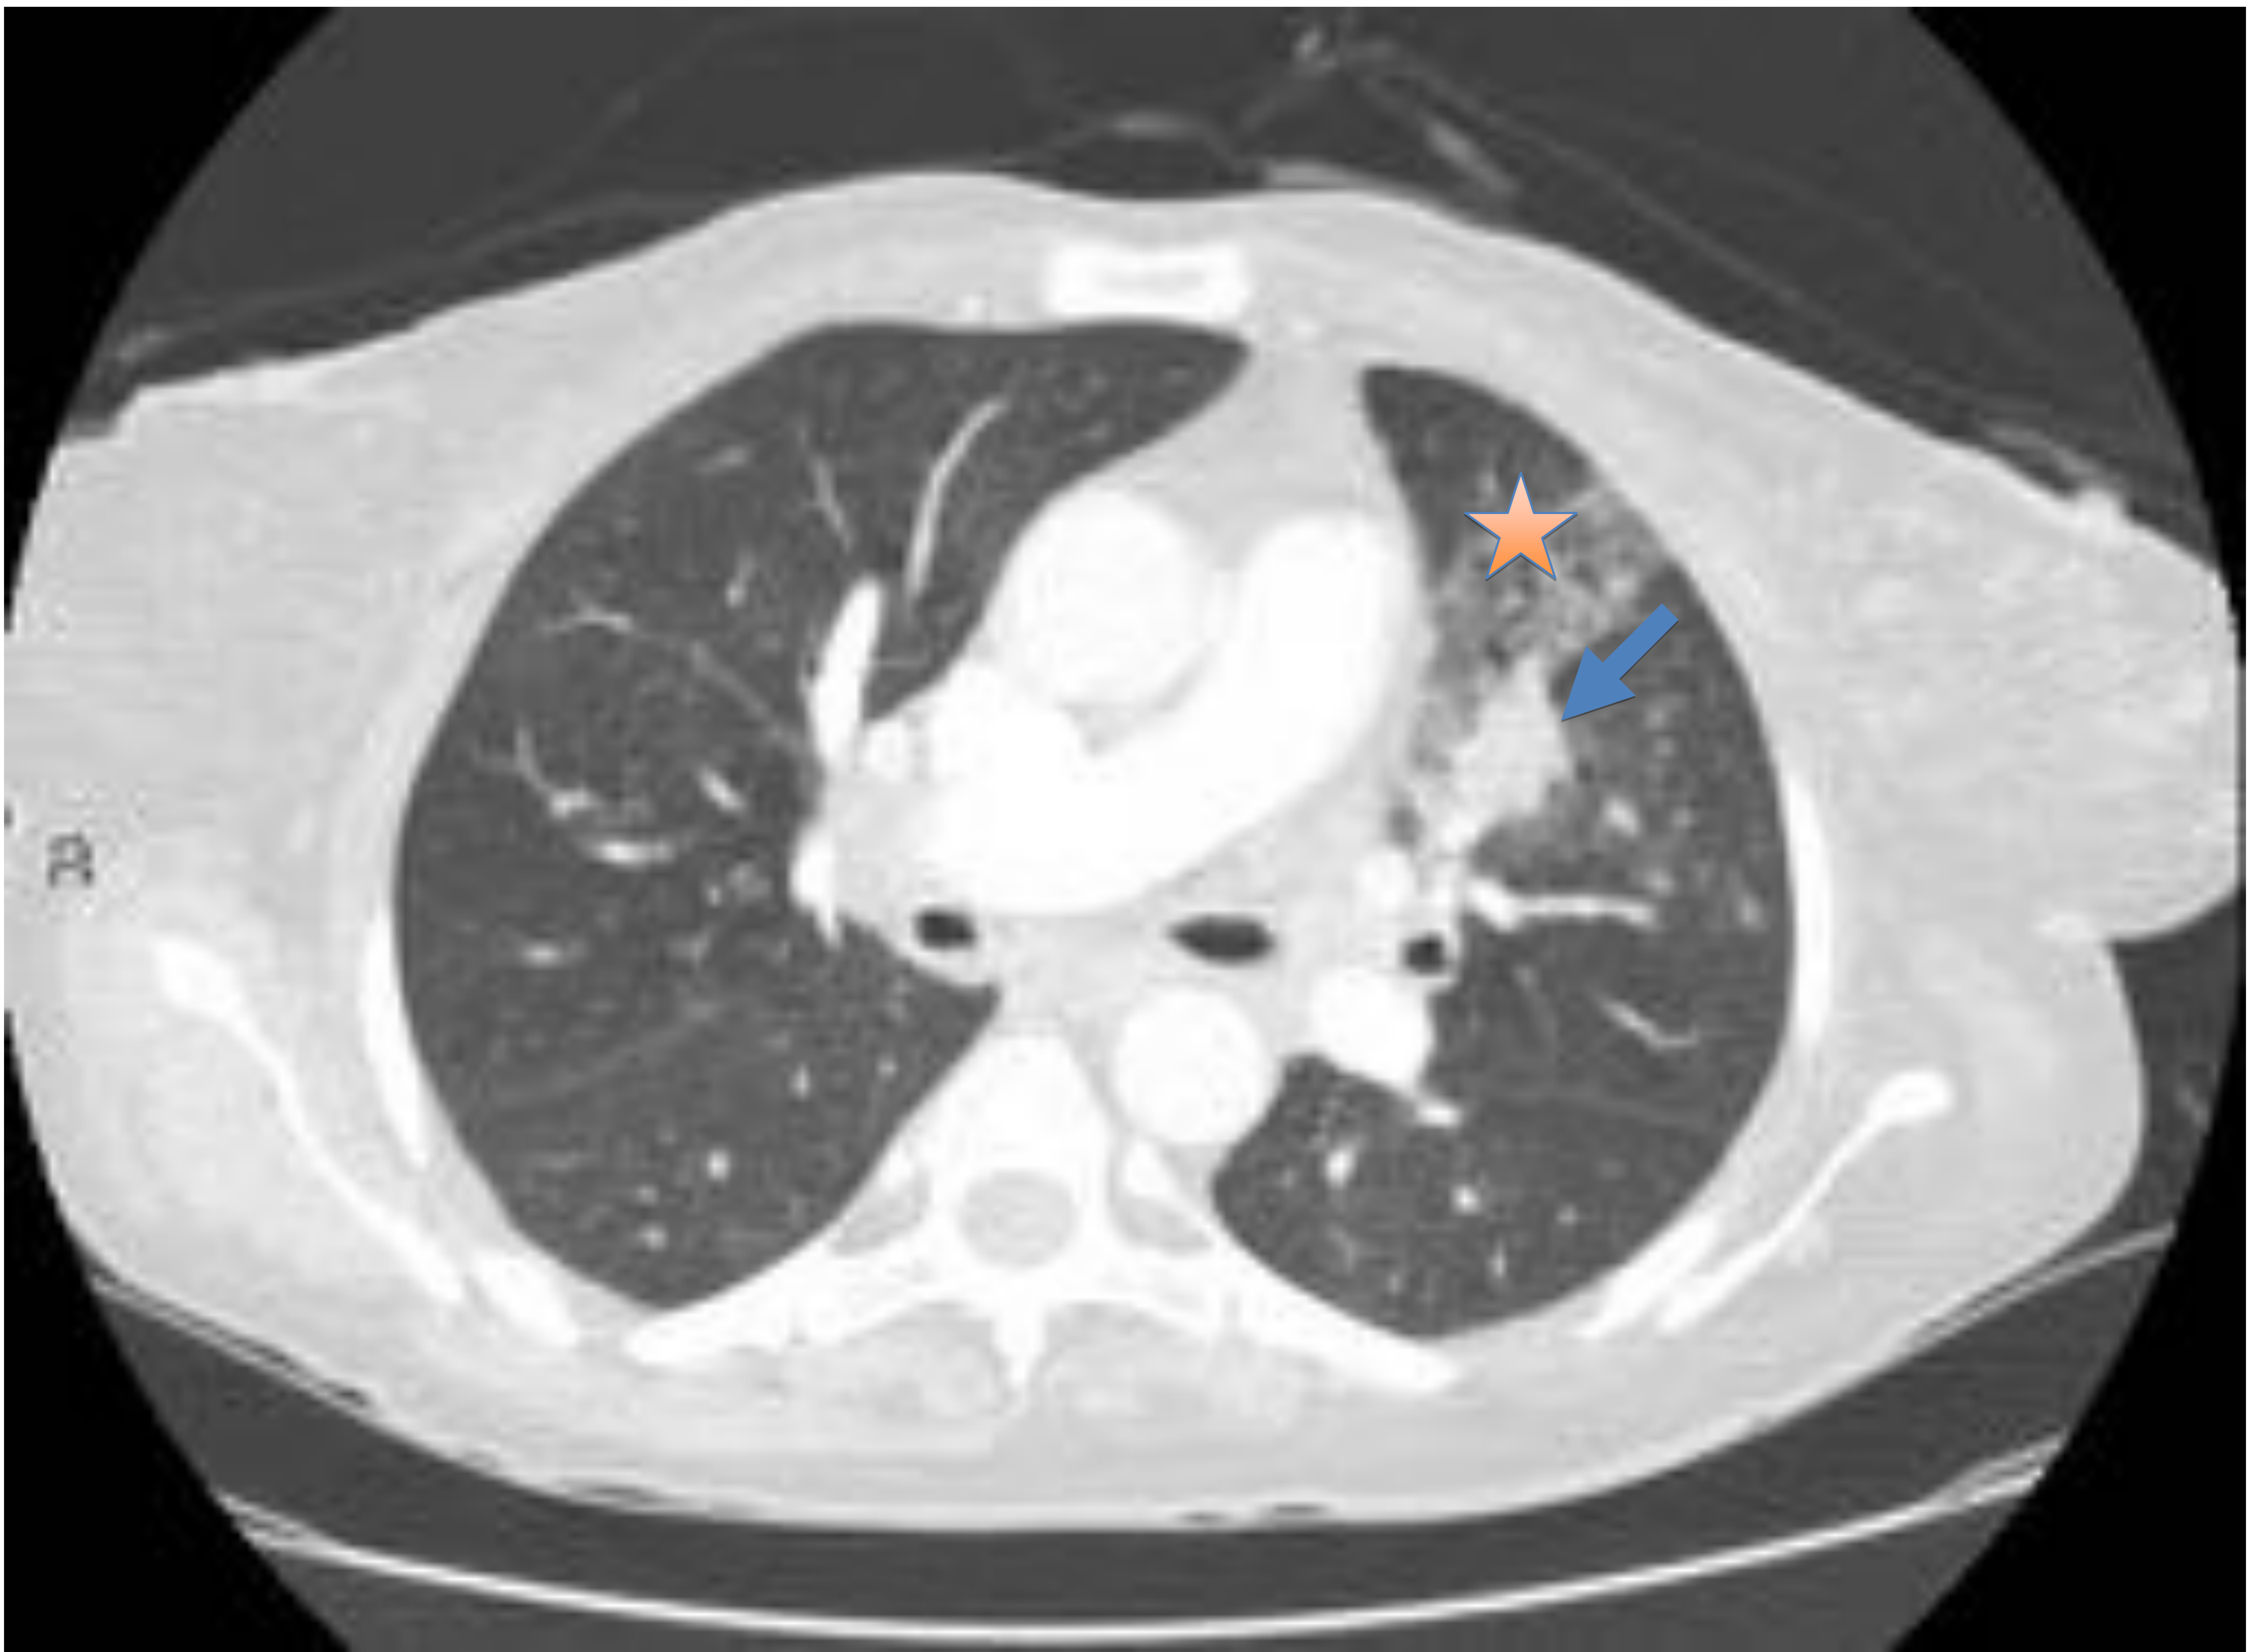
corte axial de Angio-TC de tórax con ventana de pulmón. Imagen de consolidación pseudonodular en el segmento anterior del LSI (flecha azul), con áreas en vidrio deslustrado adyacentes (estrella).
